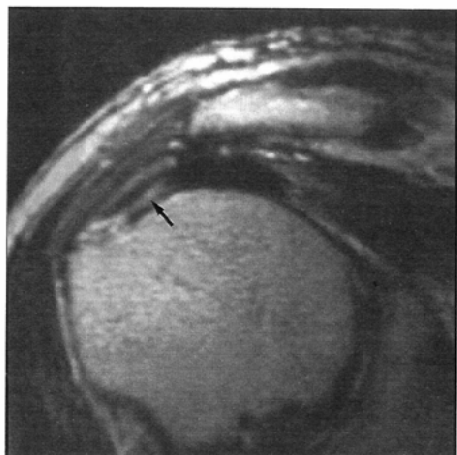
(A) T2-weighted image in the oblique coronal plane shows linear signal intensity (arrow) in the rotator cuff, suggesting a partial tear.
